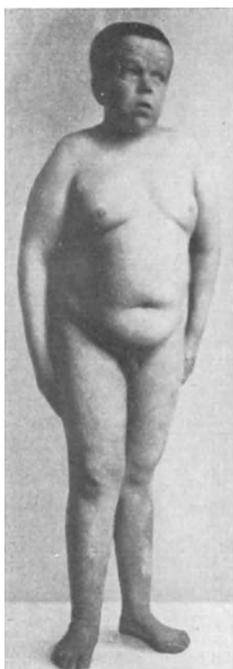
Hypophysärer Zwergwuchs. 30jähriger Mann, Größe 144 cm, offene Epiphysenfugen. Dystrophia adiposogenitalis. Kopfschmerzen, epileptiforme Anfälle, Vertiefung und unscharfe Begrenzung der Sella turcica im Röntgenbild. Bilaterale Hemianopsia superior durch Läsion der basal liegenden, von den unteren Retinahälften herkommenden Optikusfasern. Geroderma. Thymusdämpfung. Kaum tastbare Schilddrüse. Die Entwicklungshemmung hat im 14. Lebensjahr eingesetzt.
